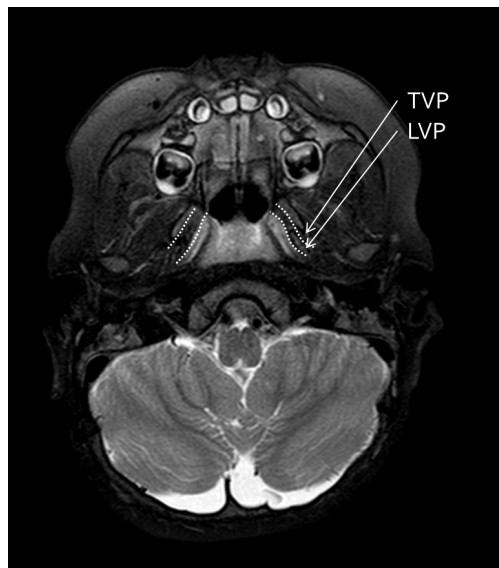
T2-weighted axial image of the case. Note the discontinuity of the LVP sling and the attachment of the muscle fibers onto the hard palate.
